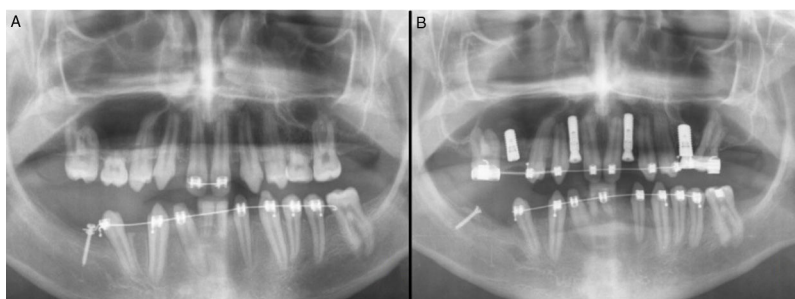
Ortopantomografía en el momento del diagnóstico donde se evidencia la ausencia de múltiples dientes con 15 años (A). Control radiológico posterior al tratamiento mediante implantes dentales y regeneración ósea en cuarto cuadrante oral a los 21 años (B).
